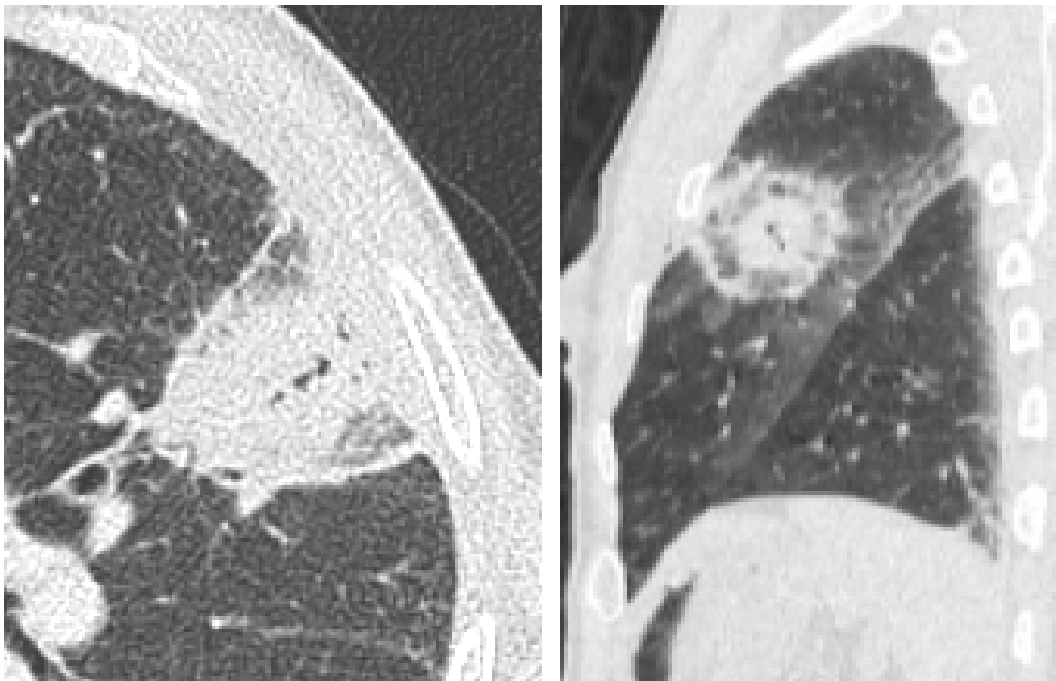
TDM thoracique réalisée à J1 post ablation RF objectivant la zone d'ablation complète et l'aspect en « halo inversé » (a : coupe axiale, b : reconstruction sagittale)
